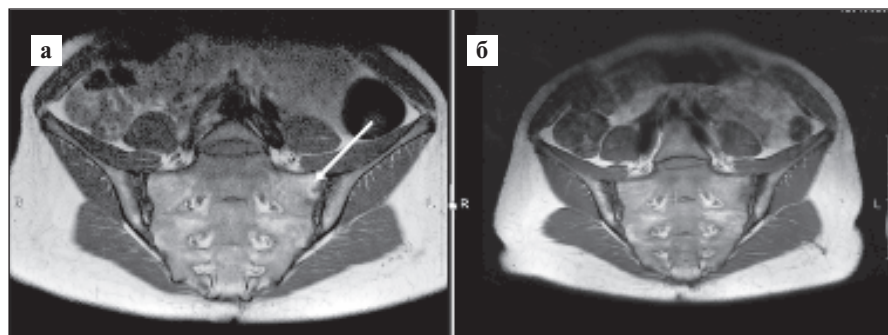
Та же больная. МРТ КПС в режиме T1 (март 2022 г.): а — видно развитие жировой дегенерации в области левого КПС (белая стрелка) на месте предшествующего активного воспаления; б — отсутствие жировой дегенерации
